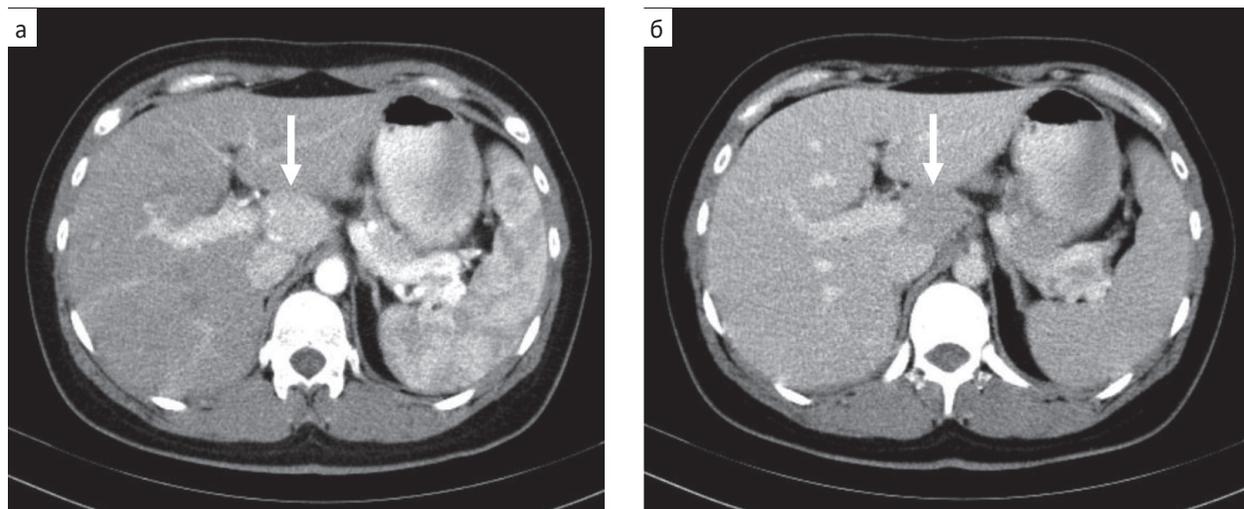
На аксиальных КТ-срезах в артериальную фазу (а) и венозную фазу (б) в воротах печени определяется объемное образование, с четкими контурами, которое контрастируется подобно ткани селезенки (стрелки)
